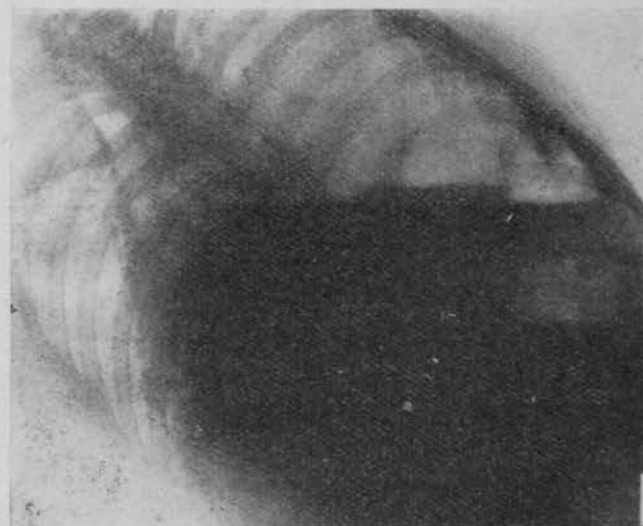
Radiografía del 3-IV-50.
